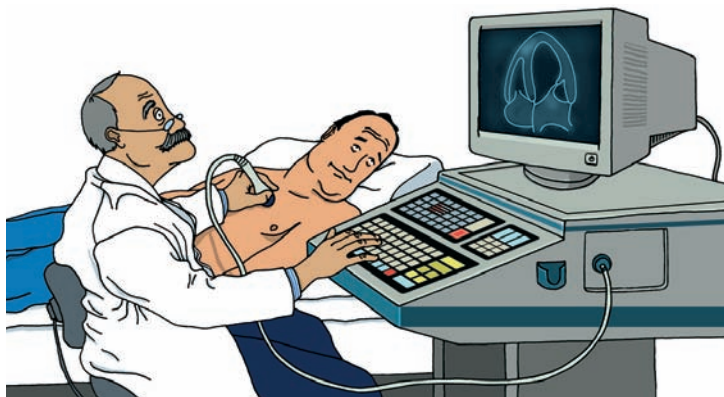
El ecocardiograma permite ver la fuerza y el tamaño del corazón.
